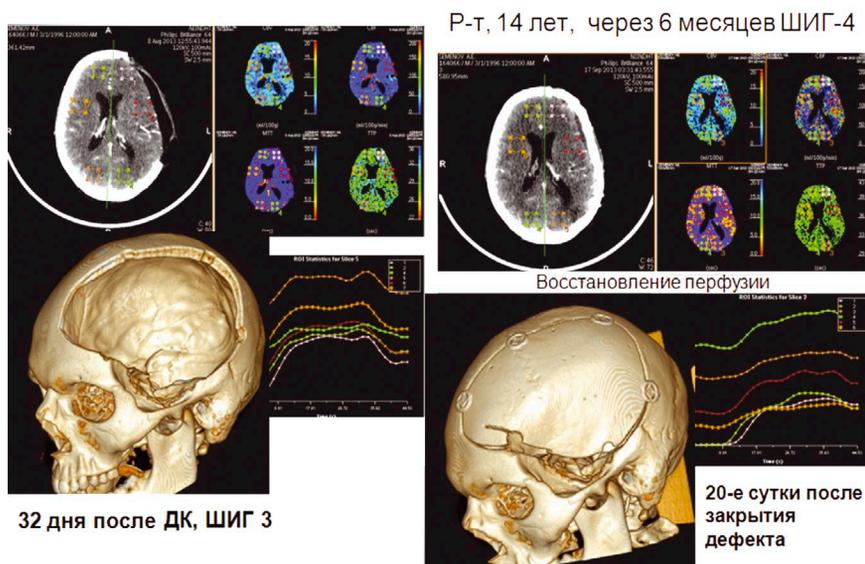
Восстановление перфузии по данным КТ после реконструктивной хирургии гигантского дефекта черепа
